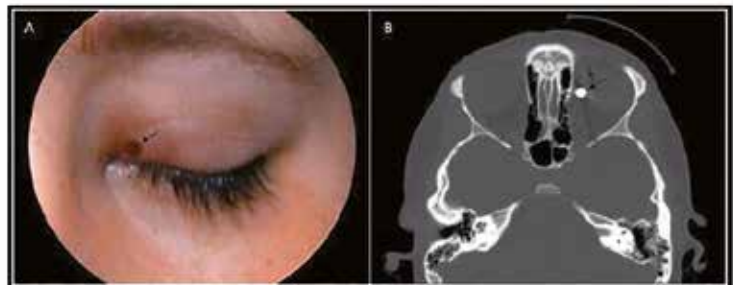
(A) Ingangswonde aan het bovenste linker ooglid (pijl). (B) De CT-scan toont het metalen kogeltje (pijl) mediaal van het linkeroog.
